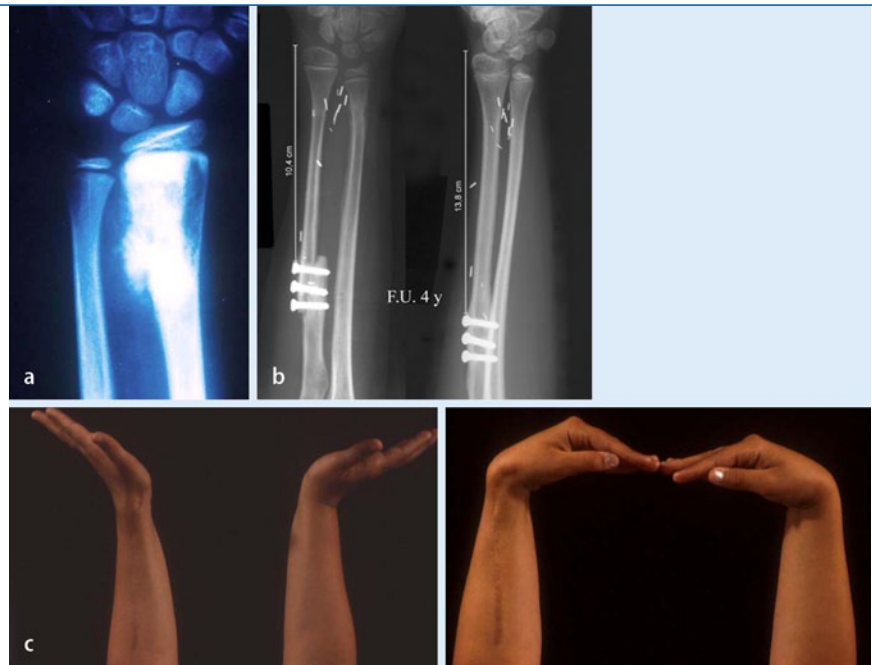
▲ Freie Fibulalappenplastik mit Epiphysentransplantation zur Radiusrekonstruktion. a Röntgenaufnahme eines jungen Patienten mit Osteosarkom des rechten Radius. b Röntgenaufnahme nach neoadjuvanter Chemotherapie und onkologischer Resektion des Tumors sowie Rekonstruktion mit 10,4 cm langer freier Fibula einschließlich Epiphyse (links). Röntgenaufnahme 4 Jahre postoperativ. Der Patient ist weiter tumorfrei bei perfektem Längenwachstum (13,8 cm) und hypertroph eingeheltem Knochen (rechts). c Klinischer Aspekt 4 Jahre postoperativ. Handgelenkstreckung (links), Handgelenkbeugung (rechts)
